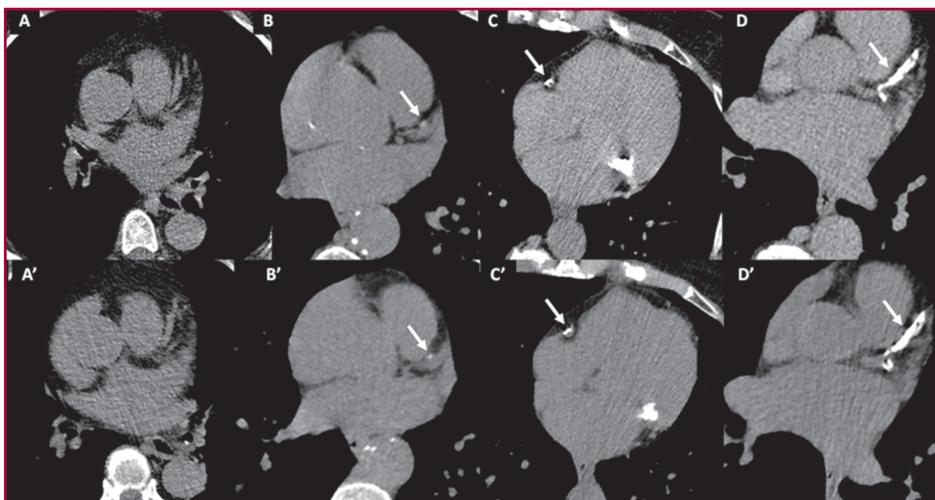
Ejemplos de la concordancia entre la tomografía computarizada cardíaca gatillada (score de calcio coronario, paneles A-D) y la tomografía computarizada de tórax de baja dosis (paneles A'-D') en pacientes sin calcificaciones (A-A'), con calcificación mínima (B-B'), leve (C-C'), y difusa (D-D').
